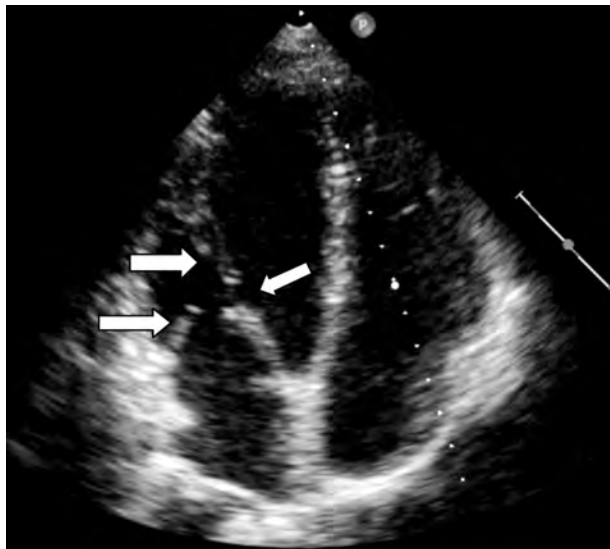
Двухмерная эхокардиограмма больной П. Четырехкамерная позиция.
